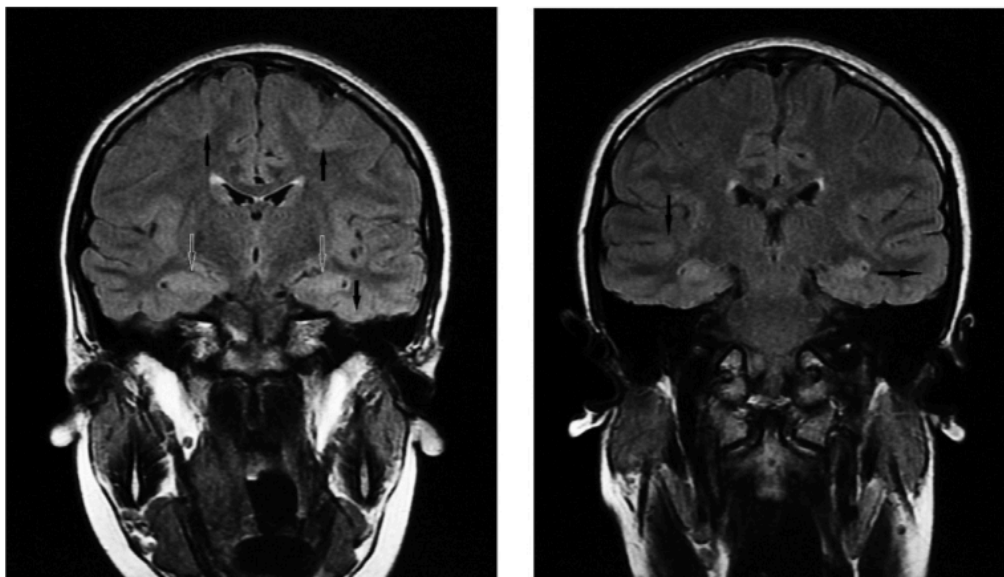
Hiperintensidad T2 FLAIR en hipocampo. Tomada de Bacchi S et al. 2018 (23)
